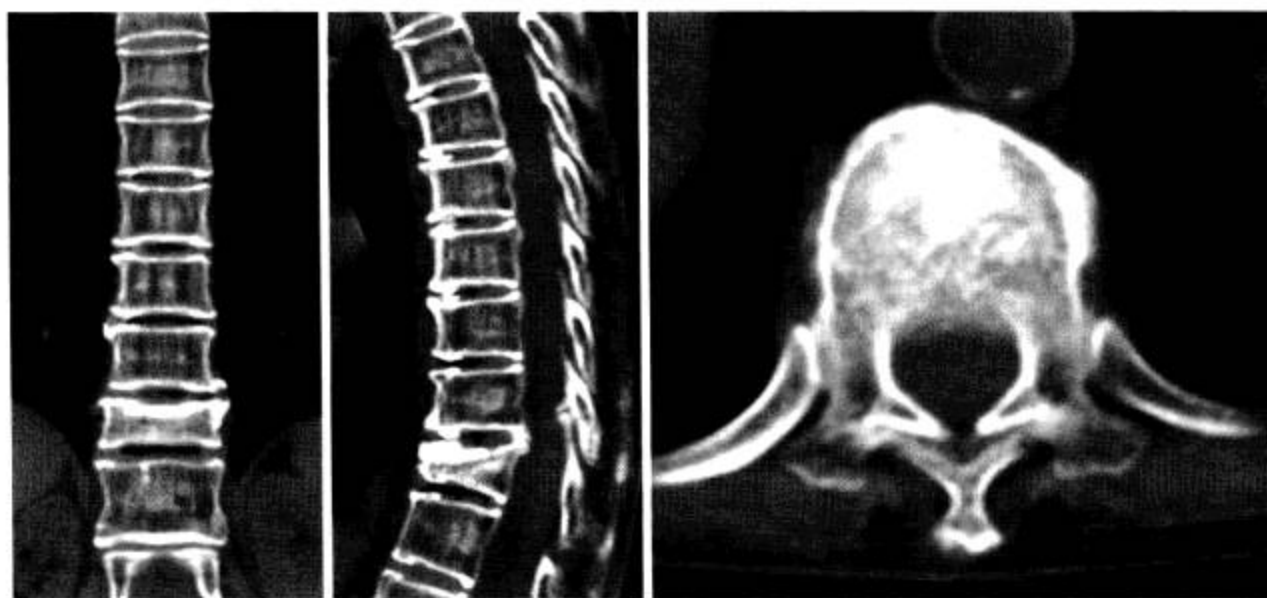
胸椎 CT 矢状面 MPR 重组 (窗宽 1 500 Hu, 窗位 400 Hu)
